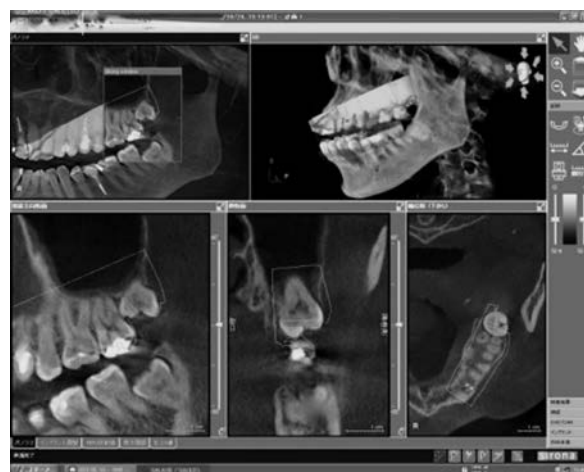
CTでの切断予定ラインのマッチング
